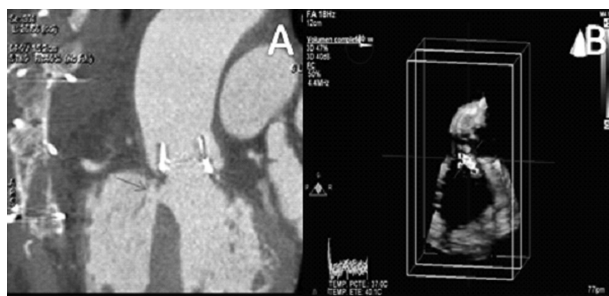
Imágenes de tomografía axial computarizada y ecocardiograma tridimensional del defecto.
